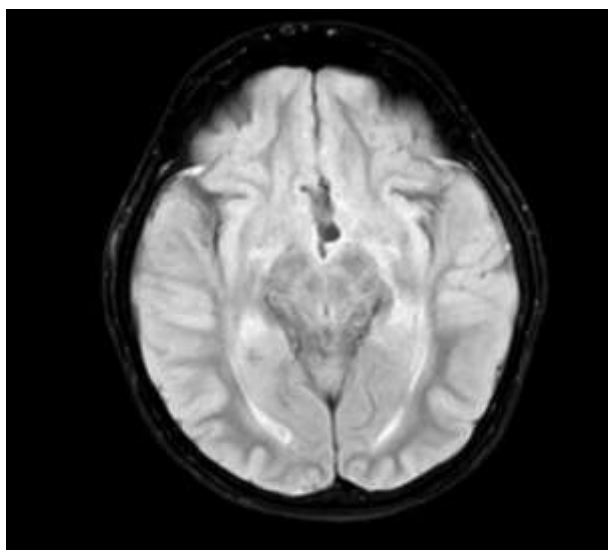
Resonancia de cerebro a los 10 años, 2 meses evidencia tumor del tercer ventrículo.
